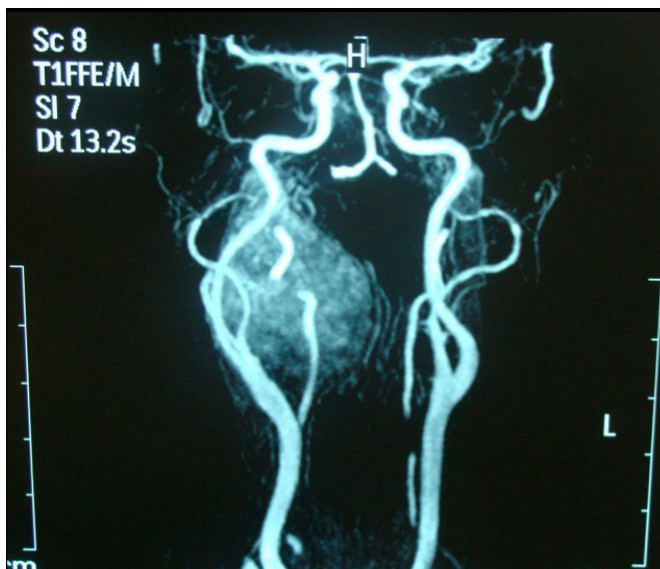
angiorressonância dos vasos cervicais.
